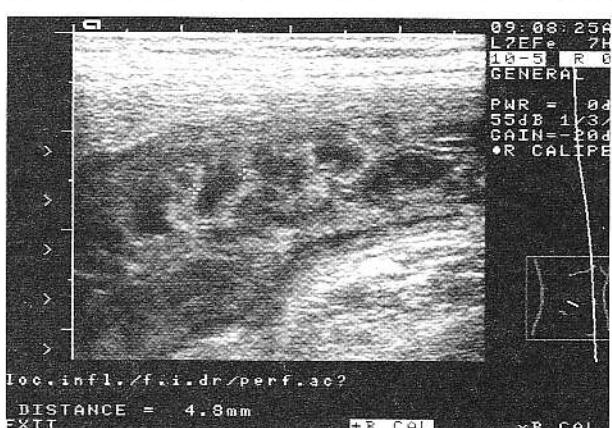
Ileită terminală nespecifică – explorarea ecografică evidențiază o hipertrofie a plăcilor Peyer.
